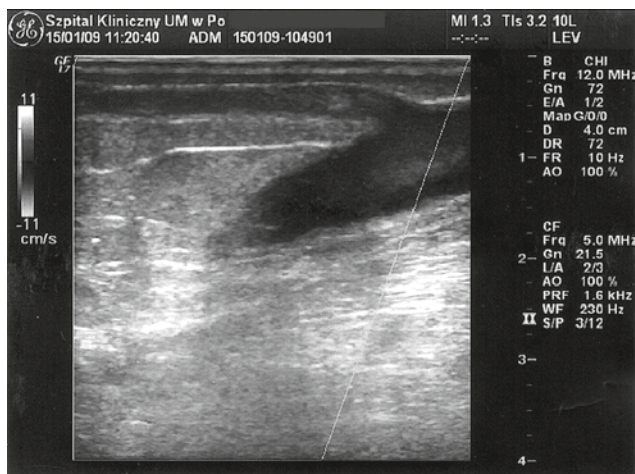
Pomiar średnicy żyły odpiszczelowej w badaniu ultrasonograficznym
